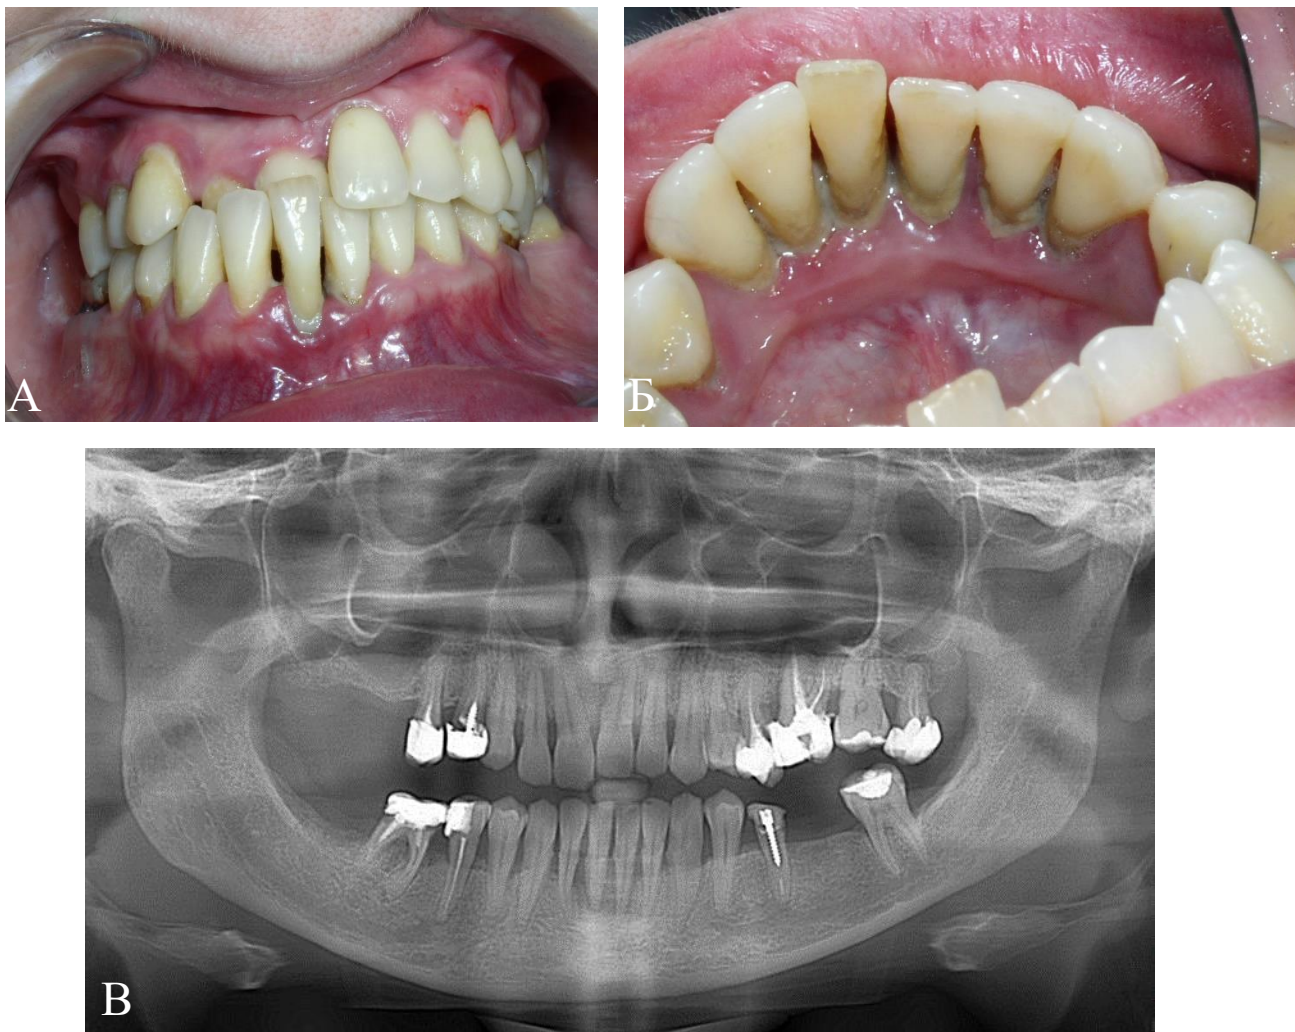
Фото вестибулярної і язикової поверхні зубів і ясен та панорамної рентгенографії пацієнтки Д.О., 33 роки. Амбулаторна карта № 1/41137. Діагноз: Вкорочення верхнього зубного ряду справа. Піднебінне положення зубів 1.1 та 1.2. ХГП II-III ступеня тяжкості на тлі ЗЩА; А – набряк та гіперемія ясен; множинні рецесії; зворотнє перекриття зубів 1.1 та 1.2; Б – відкладання під'ясенного каменя, ознаки зниження рівня та виразкування ясенного краю, гноетеча з пародонтальних кишень; В – змішаний (вертикально-горизонтальний) тип резорбції більш як  $\frac{1}{2}$  довжини коренів зубів; вертикальні кісткові кишени різної глибини в ділянці зубів 1.2, 2.2, 2.6, 2.7, 4.1 та 4.6
